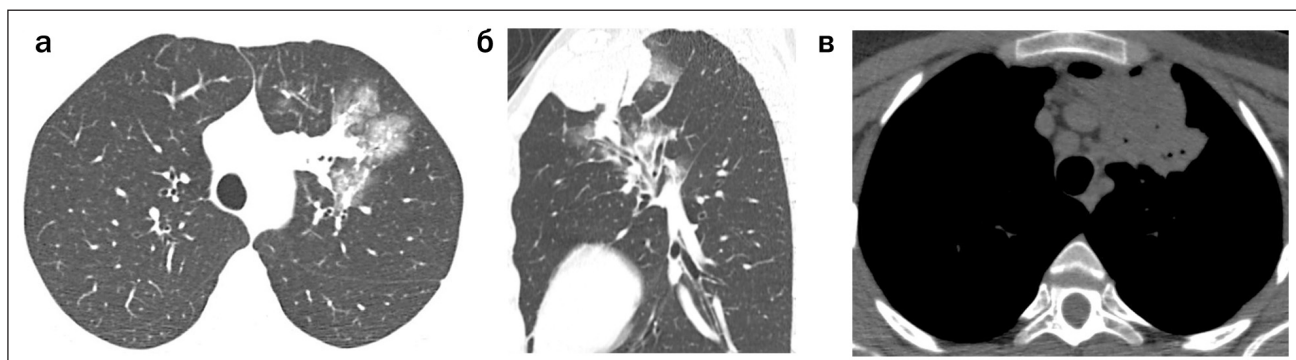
Компьютерные томограммы:
